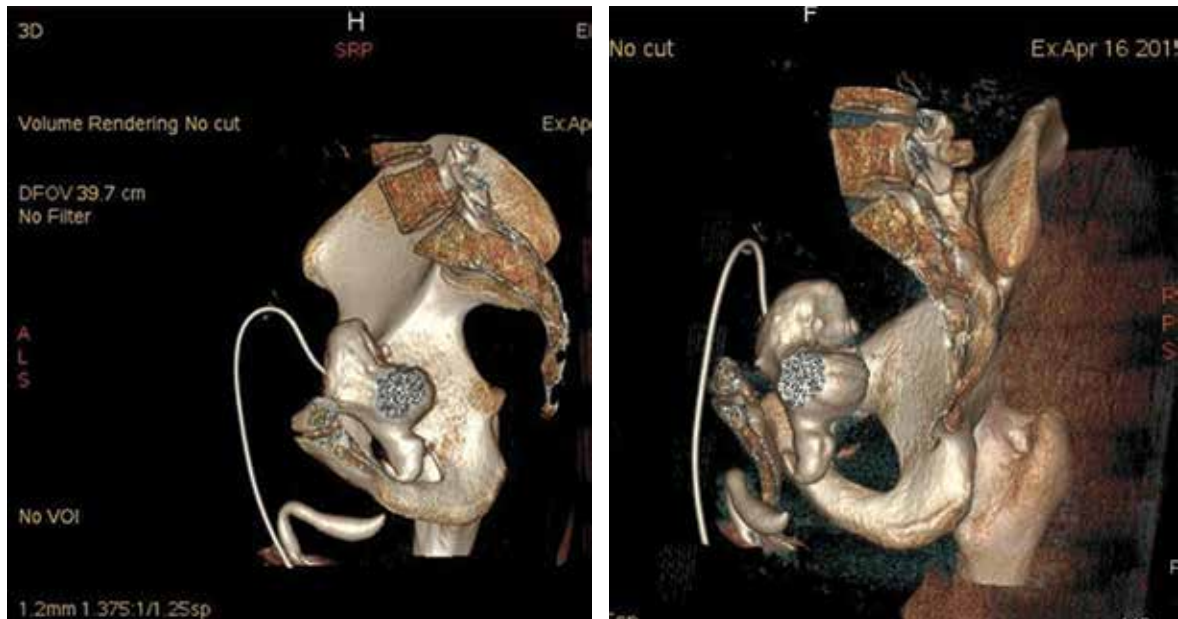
КТ-картина облитерации заднего отдела уретры
